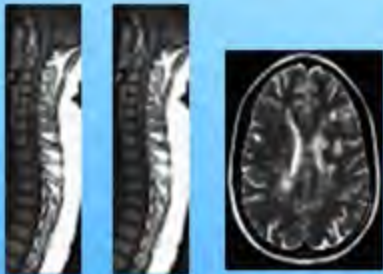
IRM T2 et T1 +Gado coupe sagittale plusieurs lésions de la moelle cervical hyperintense en T2 multifocale qui se rehaussent après injection.
